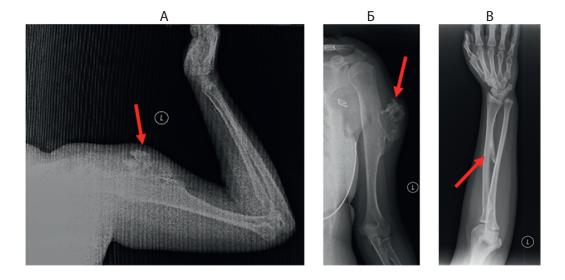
Рентгенограмма экзостозов у пробанда (IV.9) 2019 г. А) Б) в плечевой кости левой руки В) в лучевой кости левой руки.
